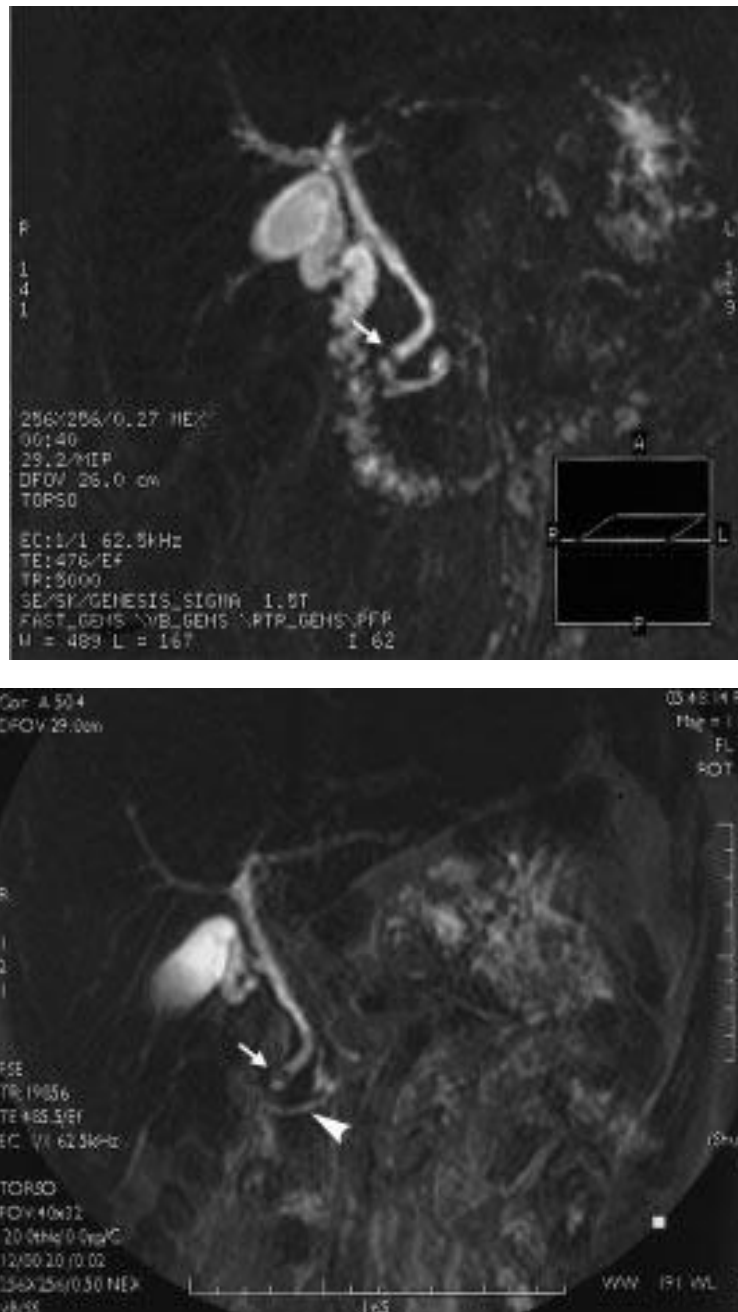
Cholangiographie par IRM en urgence chez une patiente de 56 ans présentant un tableau d'angiocholite aiguë et comme souvent en cas d'obstruction aiguë, la dilatation des voies biliaires est absente. Deux calculs sont visibles dans le cholédoque immédiatement au-dessus de l'ampoule (flèche) (28)
